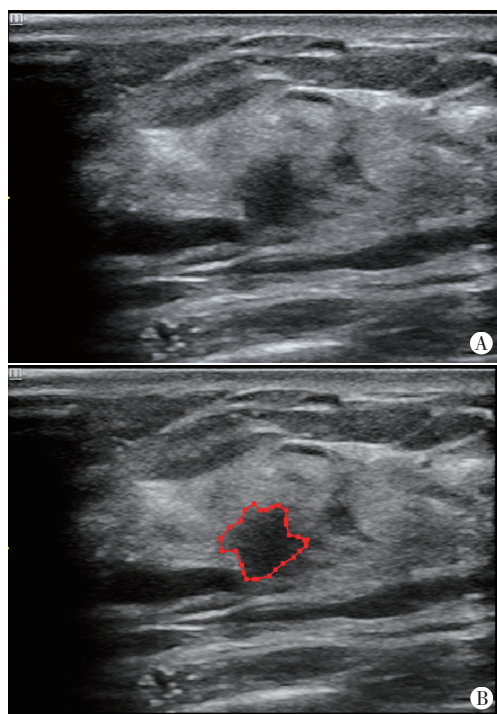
BI-RADS 4B 类病灶灰阶超声图像(A)及分割图像(B)
